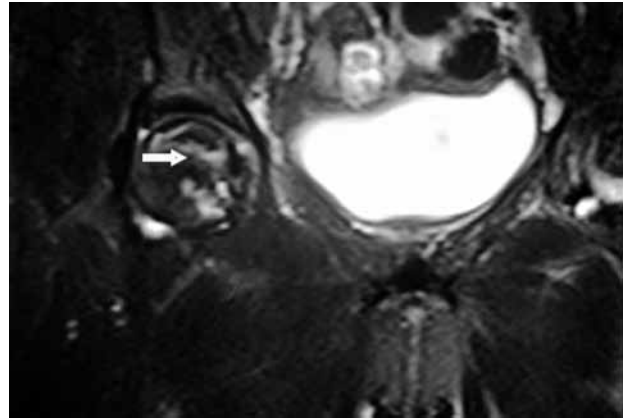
Manyetik rezonans görüntüleme T<sub>1</sub> sekanslarında nekrotik doku ile normal kemik dokuyu ayıran kalın bant tarzı lezyon ok ile gösterilmiştir.
